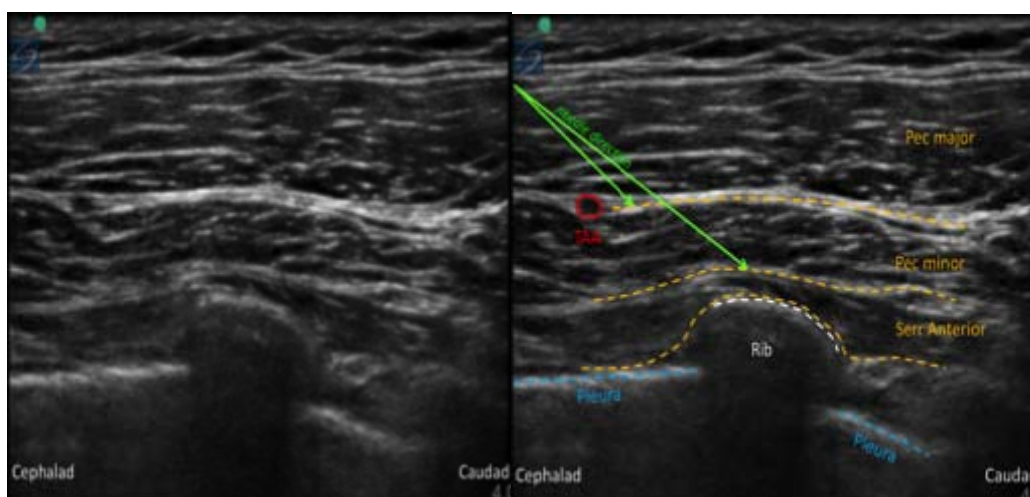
Pecs II 阻滞超声解剖. 穿刺针自头侧向尾侧进入。局麻药注射于以下两处：一是位于胸大肌与胸小肌之间；二是位于胸小肌与前锯肌之间。AA: 腋动脉, AV: 腋静脉, TAA: 胸肩峰动脉
